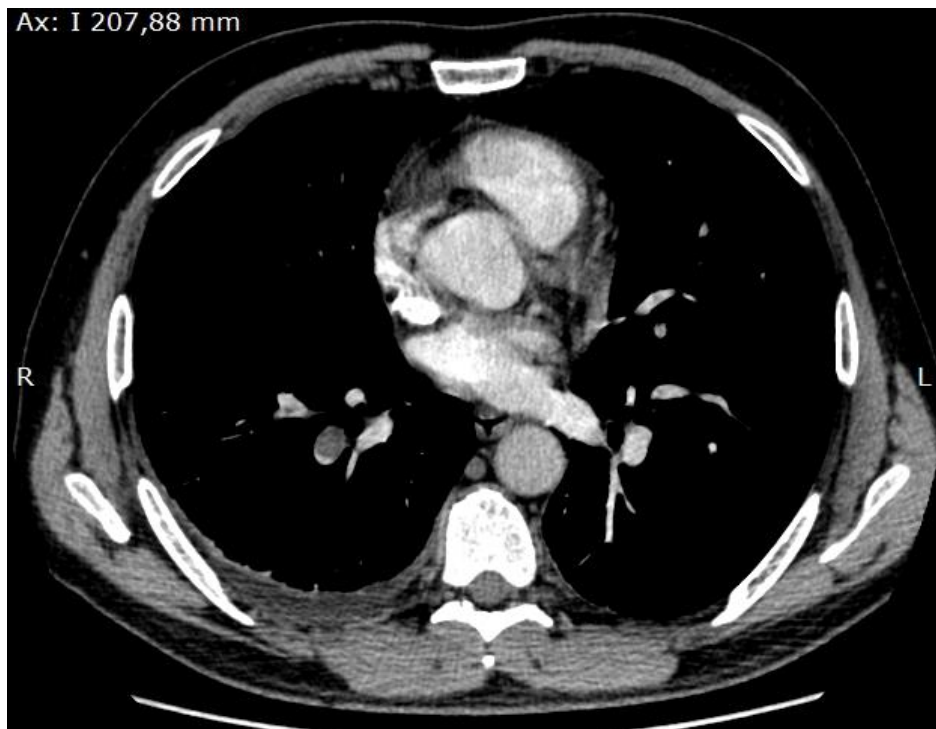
Paciente masculino, 73 anos, com suspeita clínica de TEP. Na Angio-TC axial (A) e coronal (B), os radiologistas, os residentes da radiologia e os médicos da emergência concluíram pela presença de êmbolo na artéria lobar inferior direita.
